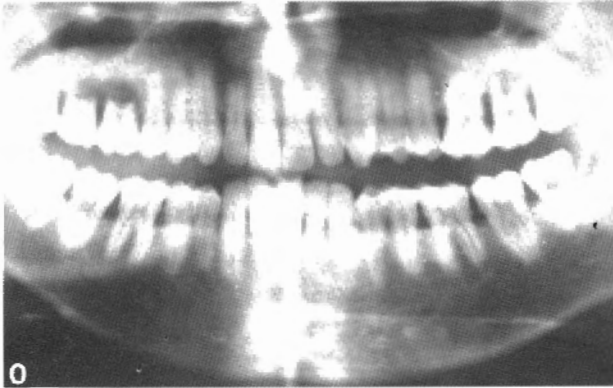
Ortopantomografía mostrando la lesión ósea en las zonas posteriores de ambos lados del maxilar superior.
